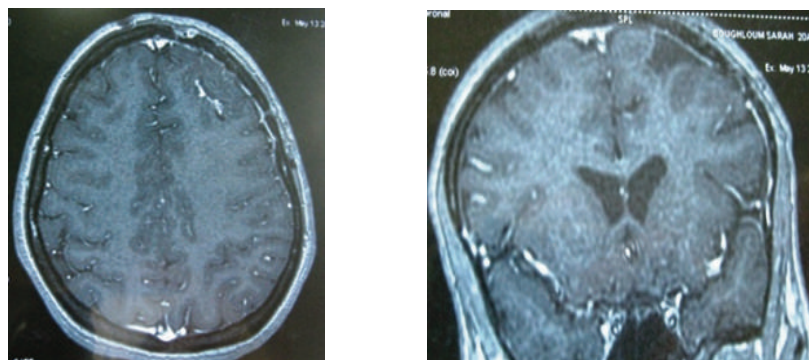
IRM post en coupes axiale et coronale, en séquences T1 avec gadolinium montrant une cavité post opératoire séquellaire
